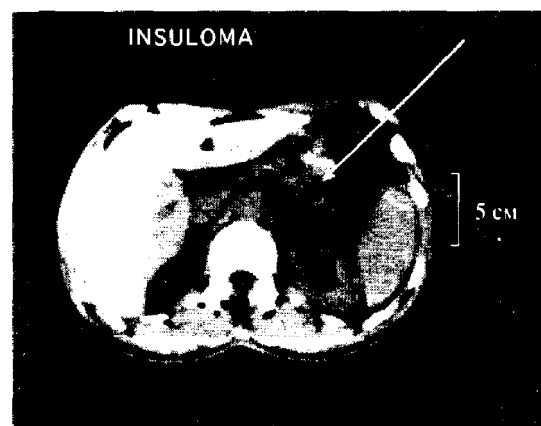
Инсулинома при КТ.
